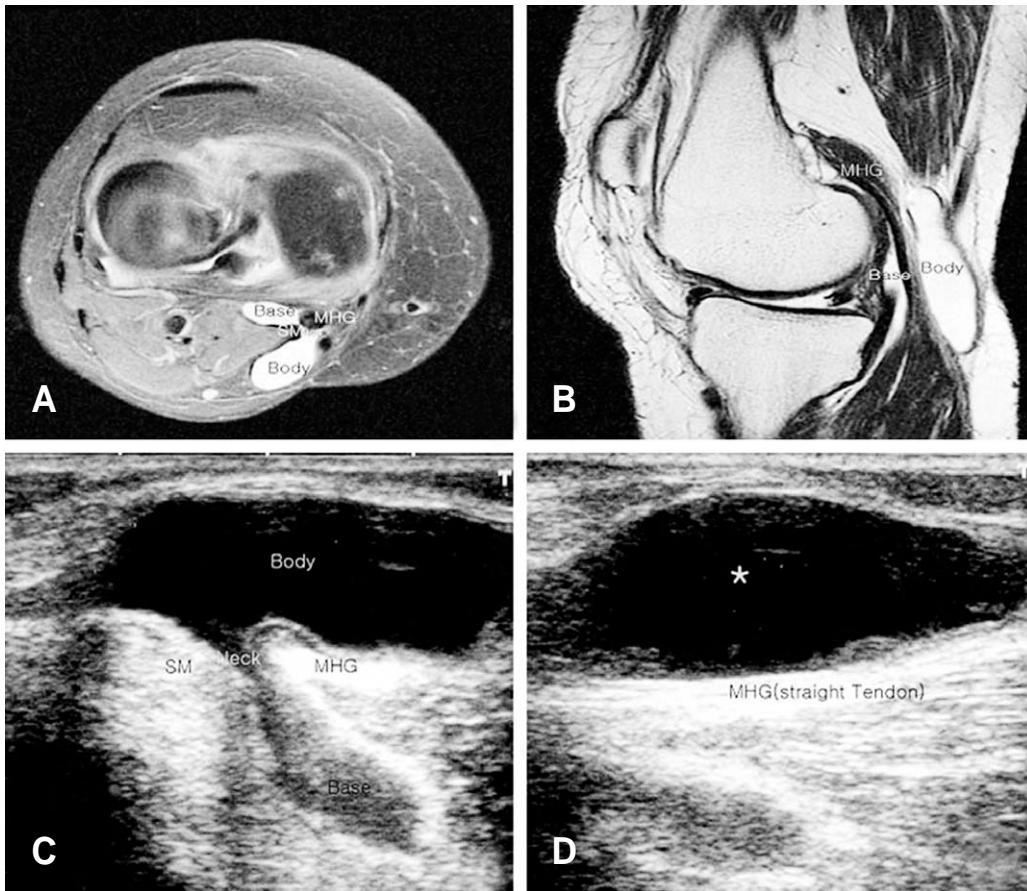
Baker's cyst consists of three portion, the base, neck and body as shown in axial view (A) sagittal view (B) of the MRI and short axis (C) and long axis (D) of the sonography. The neck is the narrow portion between the semimembranosus tendon (SM) and the tendon of the medial head of the gastrocnemius muscle (MHG).
